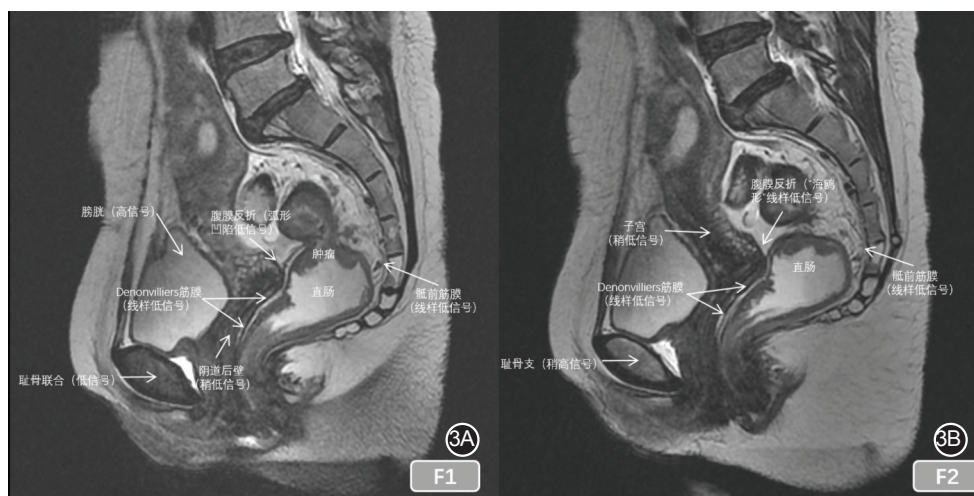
一女性患者高分辨MRI(矢状位T2WI)序列成像中,Denonvilliers筋膜显示为延续自腹膜反射的线性低信号影 3A.矢状位正中截面;3B.矢状位侧方截面
